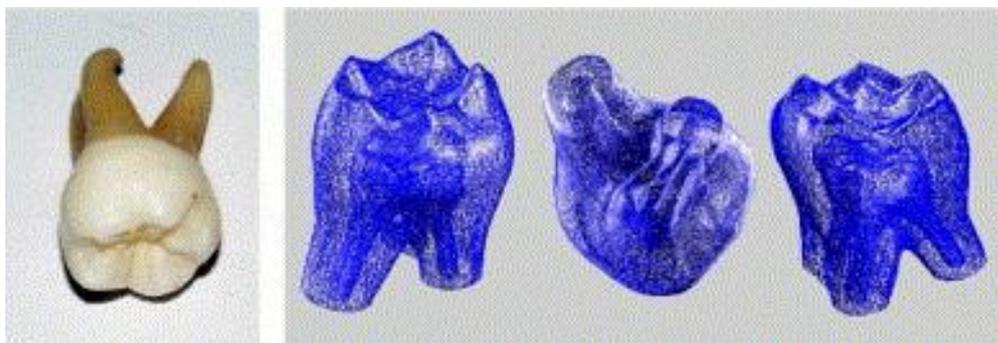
Reconstrução dentária com recurso a Micro-tomografia computadorizada (Jakubek, 2006)
